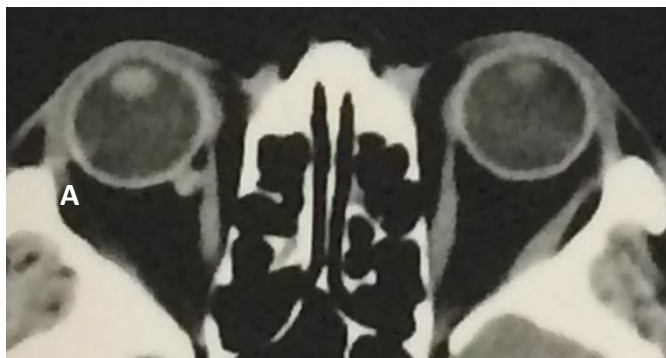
TC CE. Massa hiperdensa arredondada com 5,8 mm de diâmetro no globo ocular direito.
